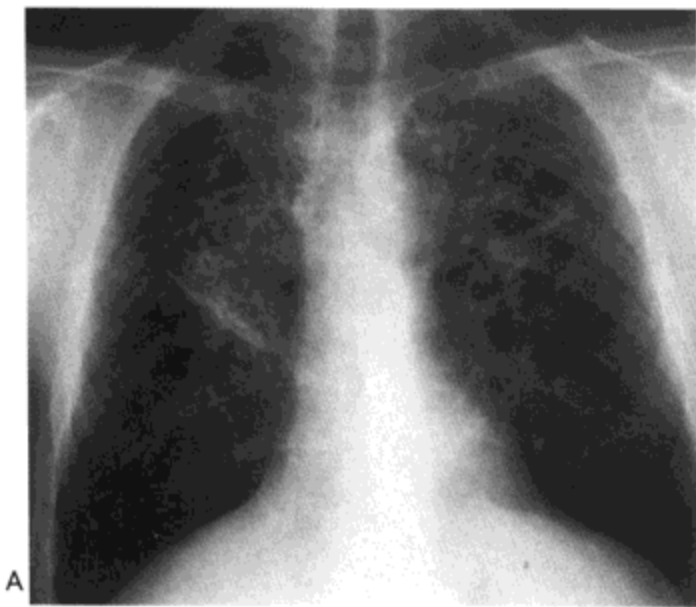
结节病。A: X 线胸片示遍布中肺与上肺的网合结节影。肺体积减小伴肺门向头侧牵拉于肺上叶明显，而肺过度膨胀则是下肺明显。B: 主动脉弓水平的高分辨率 CT 影像示扭曲扩张的支气管 (牵引性支气管扩张) 向后移位，小叶结构扭曲，与广泛的磨砂玻璃影。C: 左肺上叶支气管水平 CT 影像示支气管不规则增厚与扭曲，小叶间隔增强与片状磨砂玻璃影。病人男，35 岁。
